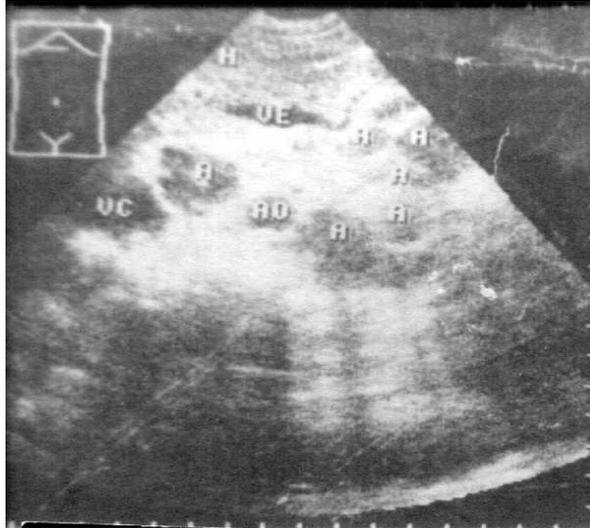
Ecografía que muestra múltiples adenopatías lumboaórticas y peripancreáticas
